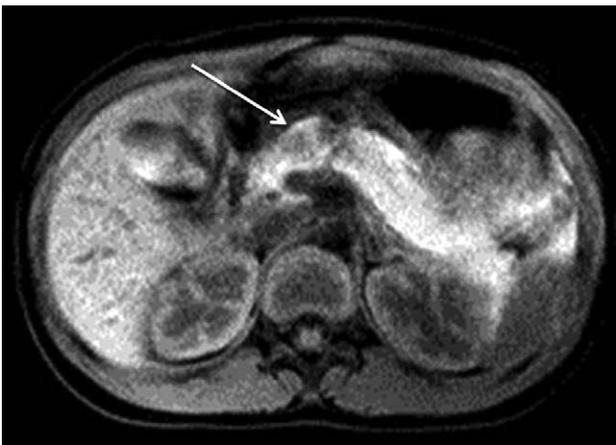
A T1-weighted image of magnetic resonance cholangiopancreaticography. There is focal low signal lesion at the junction of pancreas head (arrow) and body.
